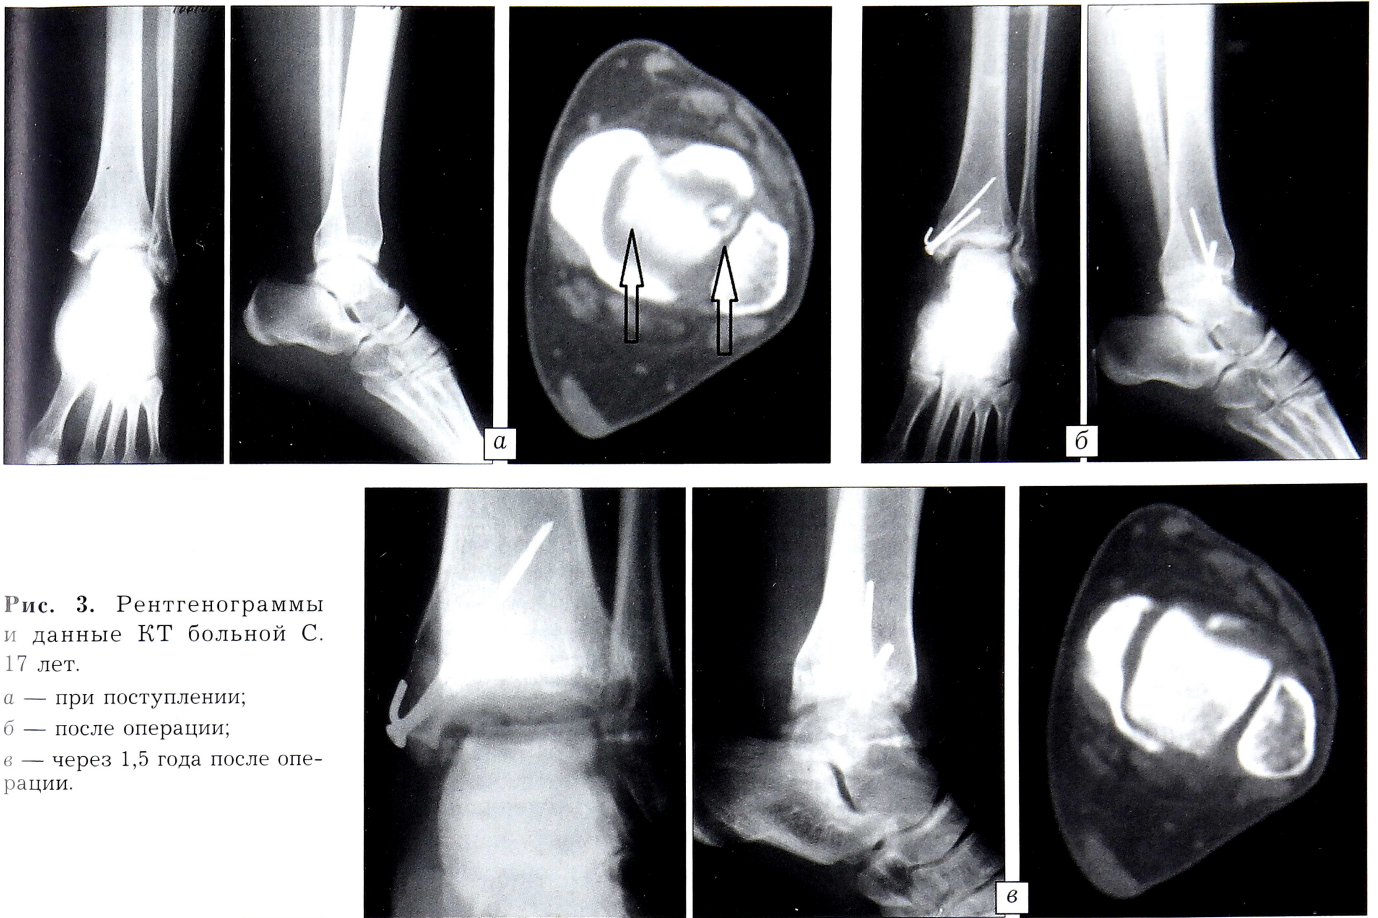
Рентгенограммы и данные КТ больной С. 17 лет.
